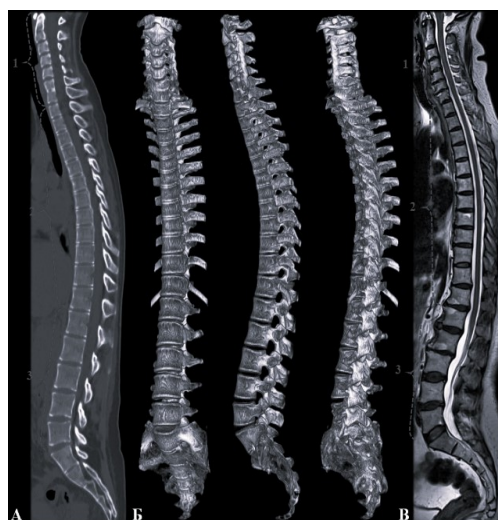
Строение позвоночника человека. А – компьютерная томография позвоночника в сагиттальной плоскости (доброволец 1); Б – трёхмерная модель по данным компьютерной томографии (Biograph 40, Siemens, Германия); В – магнитно-резонансная томография (MAGNETOM Aera, Siemens, Германия) позвоночника в сагиттальной плоскости (доброволец 2). 1 – шейный отдел позвоночника, 2 – грудной отдел позвоночника; 3 – поясничный отдела позвоночника. Фотографии из личного архива авторов.
